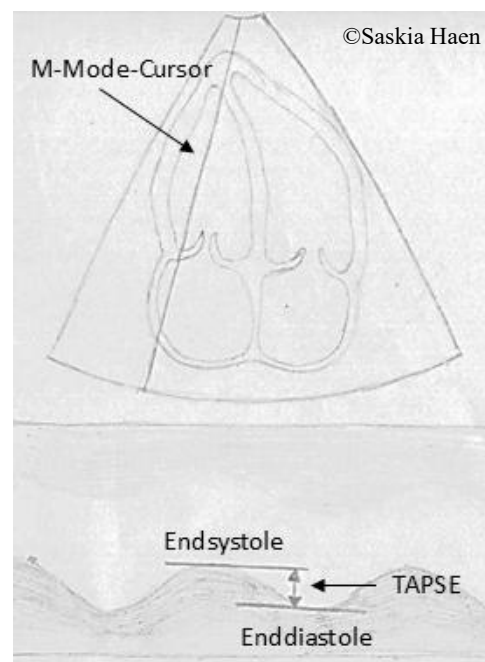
Echokardiographische Bestimmung der TAPSE als maximale Verschiebung der Trikuspidalebene zwischen Endsystole und Enddiastole
